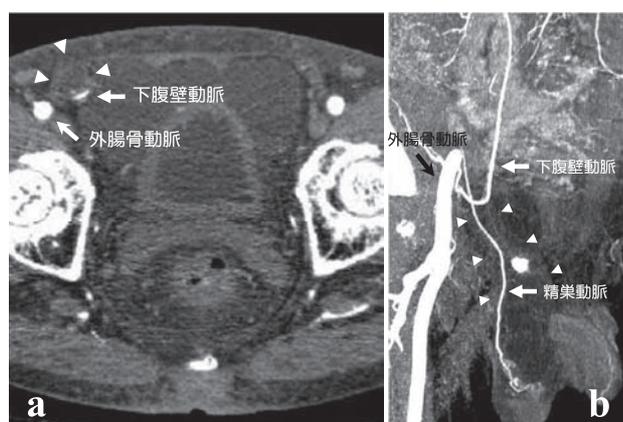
腹部骨盤部造影CT所見：右下腹壁動静脈の外側に低吸収域を認め、右陰嚢から鼠径部にかけて連続し、腹腔内と交通していた（矢頭）（a：水平断，b：冠状断）。
